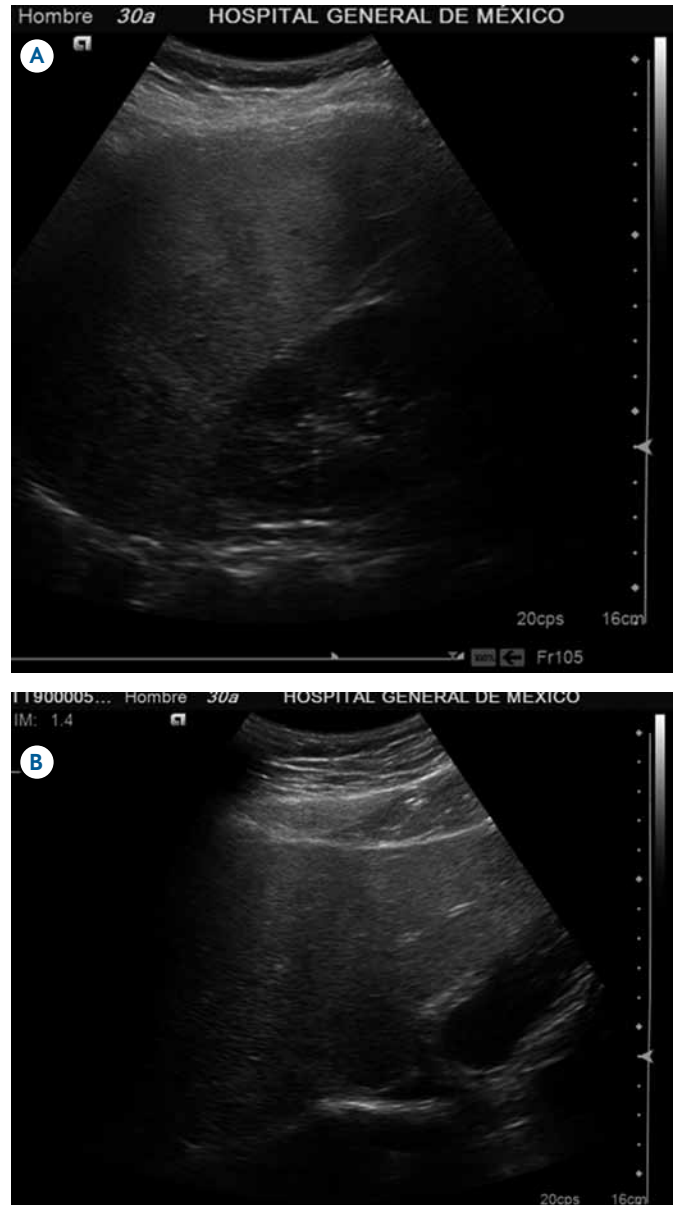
Ultrasonido hepático en plano sagital a nivel de la bolsa heparorrenal A) y plano transversal subdiafragmático B) con patrón geográfico.
